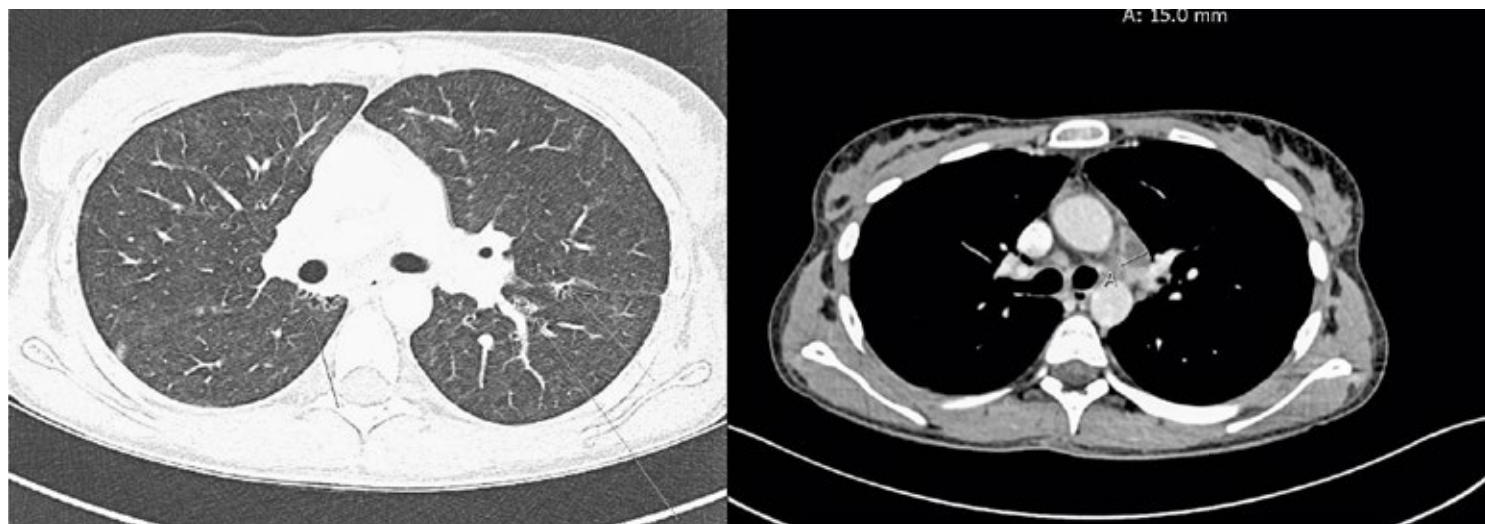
Computertomographie des Thorax mit LINKS: Tree in Bud Veränderungen und Ground-glass-Opazitäten (Pfeile) und RECHTS: vergrößerter Lymphknoten mediastinal (A)
